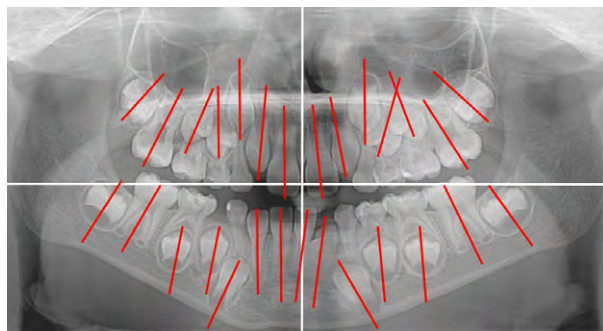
Ортопантомограмма пациента Л., возраст 8 лет 6 мес
